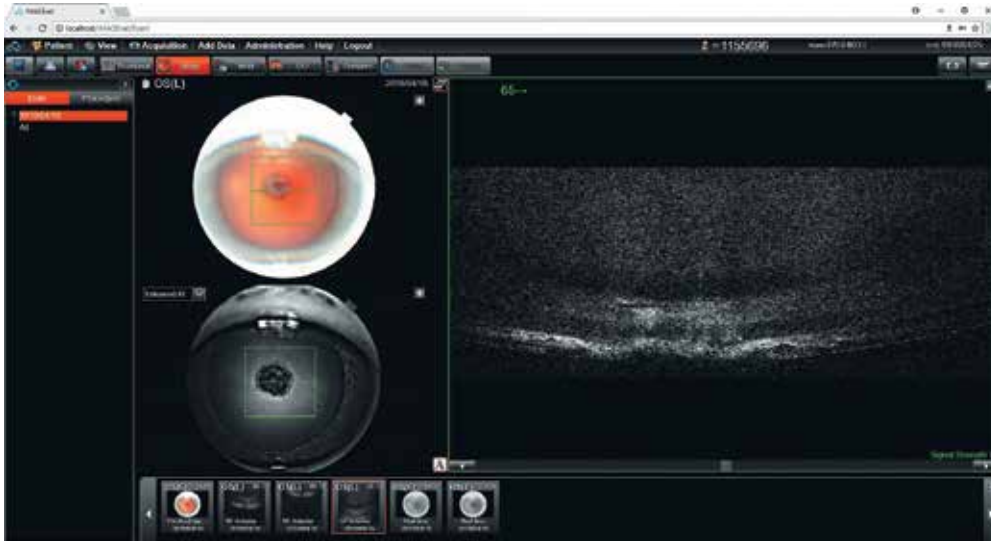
Передняя оптическая когерентная томография. Заднеполярное помутнение хрусталика
